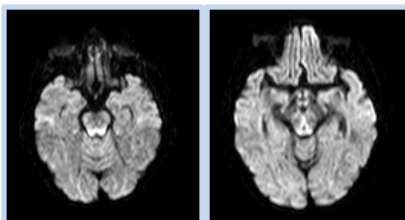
+ 2: IRM cérébrale séquence DWI FLAIR coupes axiales objectivant des hypersignaux des zones internes des deux thalami et la partie postérieure de la protubérance
